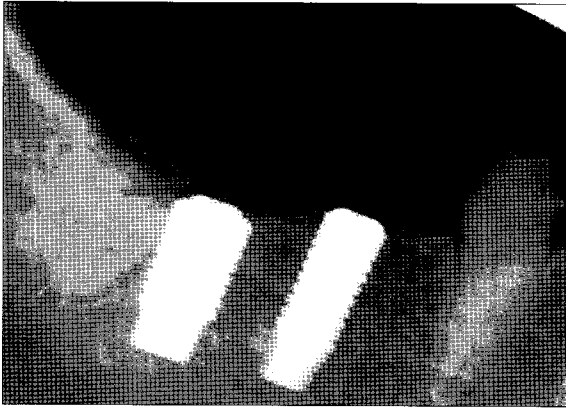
Periapical radiograph 10 days after implant placement.
